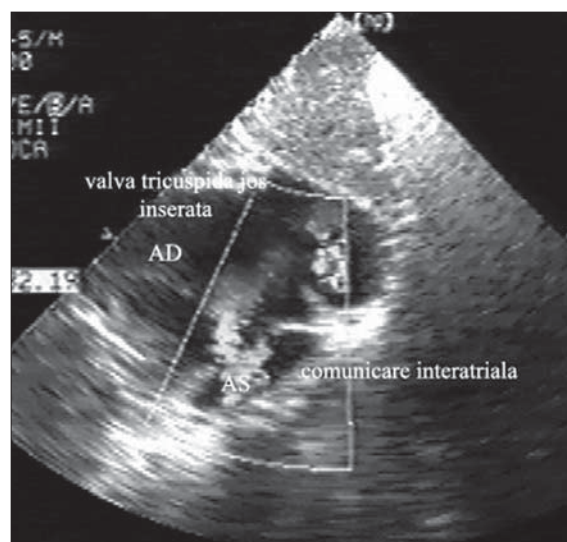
Boala Ebstein . Eco Doppler, secțiune apicală 4 camere. Atriul drept mult mărit. DSA de tip ostium secundum cu șunt drept-stâng.
